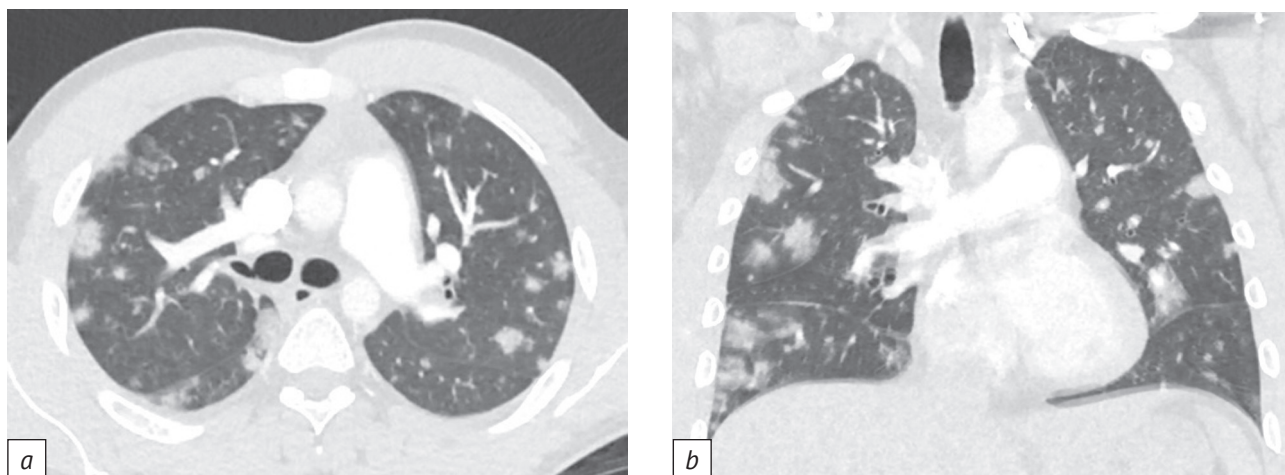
Компьютерные томограммы органов грудной клетки в аксиальной (а) и коронарной (b) плоскостях. В легких множественные участки уплотнения по типу матового стекла и консолидации преимущественно округлой формы с неровными контурами у пациента с септической пневмонией
